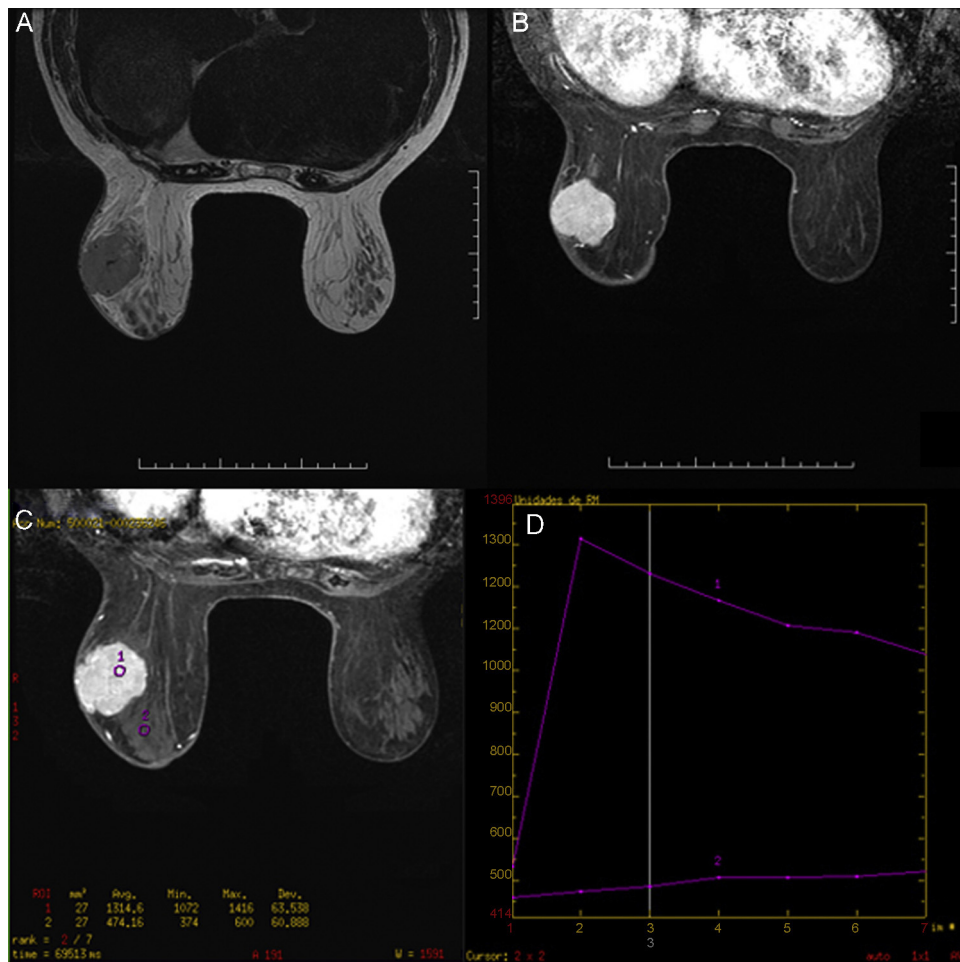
RM mamaria: plano axial FSE potenciada en T2 (A) que muestra una masa hipointensa, de morfología redondeada, contornos lobulados y ecoestructura heterogénea, con una pequeña área hiperintensa en su interior, probablemente por necrosis tumoral. Secuencia 3D VIBRANT con supresión grasa tras contraste intravenoso (primer minuto) (B), en la que se observa realce nodular precoz e intenso sospechoso de malignidad. El estudio dinámico funcional (C y D) muestra una curva de relación intensidad de señal en el tiempo tipo «wash-out» (tipo III).
